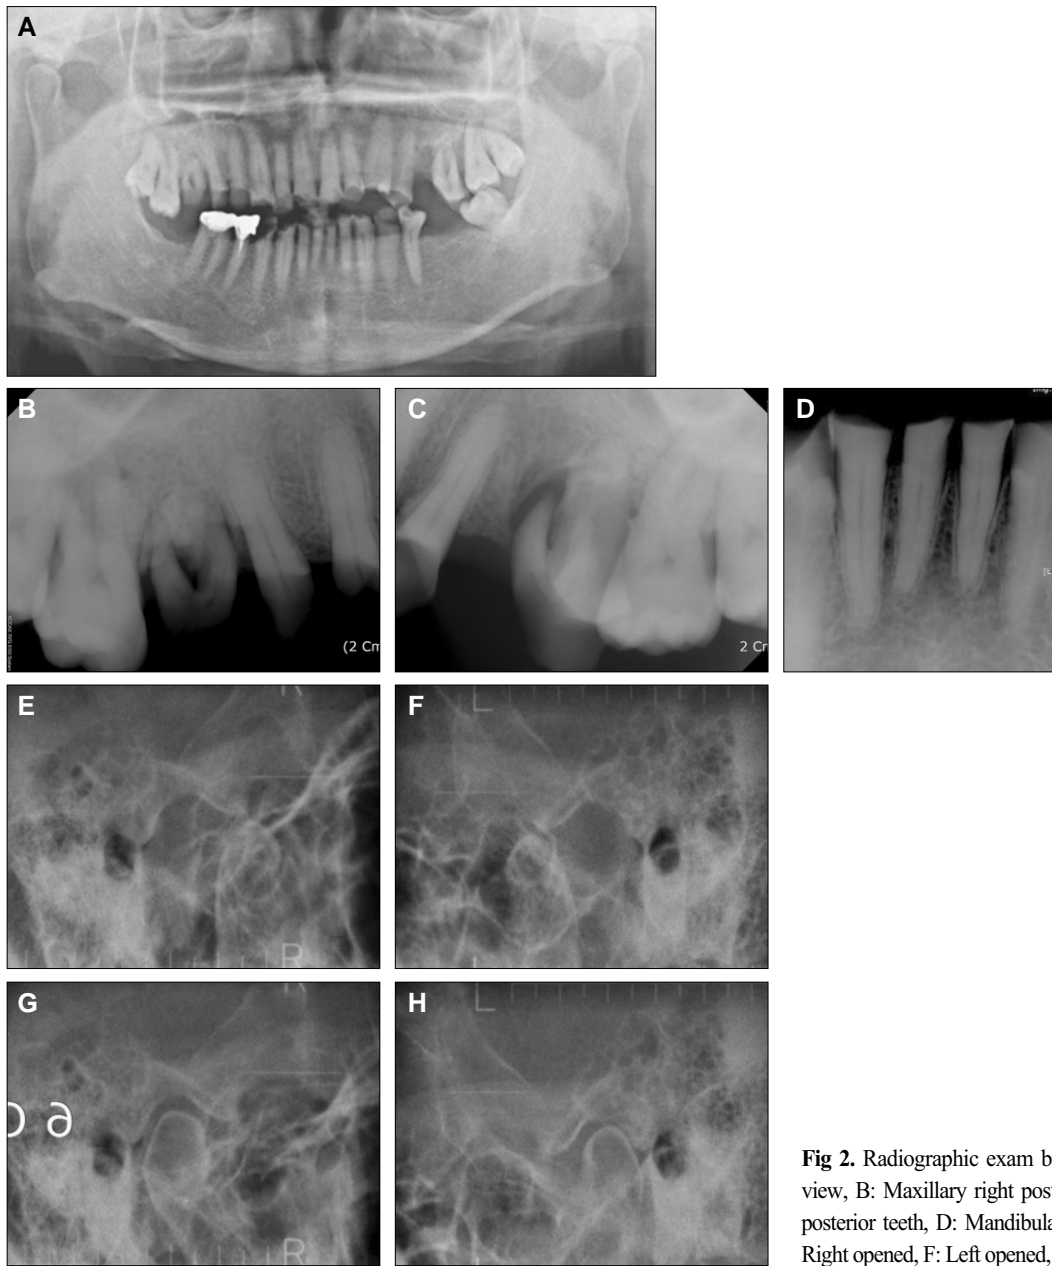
Radiographic exam before treatment. A: Panoramic view, B: Maxillary right posterior teeth, C: Mandibular left posterior teeth, D: Mandibular anterior teeth, E: TMJ series Right opened, F: Left opened, G: Right closed, H: Left closed.
